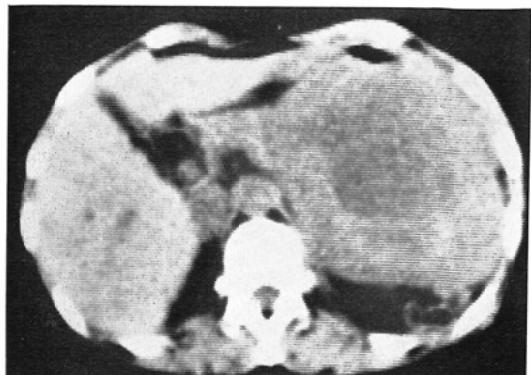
9は、胃の平滑筋肉腫例の脾シンチグラムおよびCT像。CT像では、腫瘍の壁の厚さが厚
